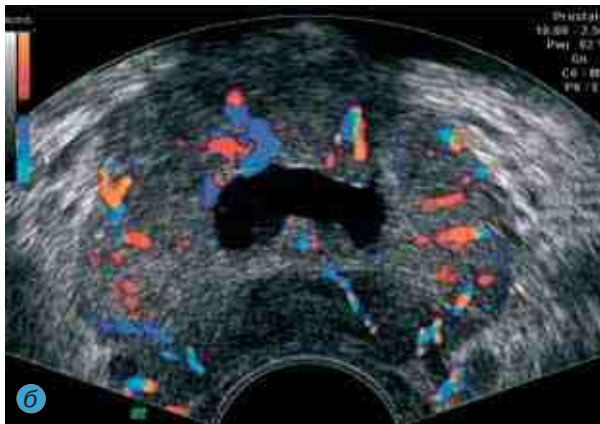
ТРУЗИ при раке предстательной железы. Цветовая доплерограмма: а — локальное усиление сосудистого рисунка (стрелка); б — дезорганизованный сосудистый рисунок, в центре кистозная полость
